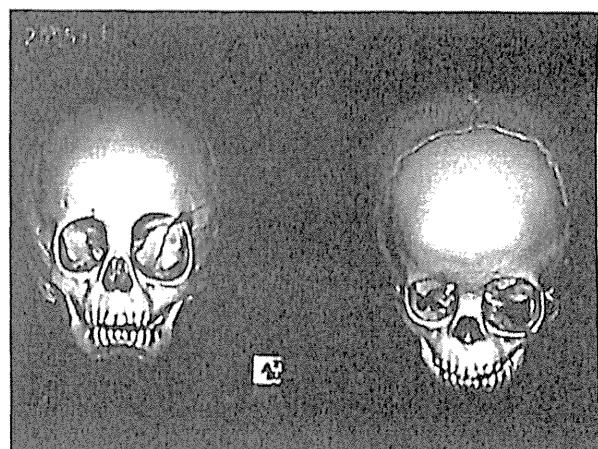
頭部CT：左蝶形骨が一部欠損しており、それに伴い上眼窩裂の開大が顕著で左眼窩は拡大していた。
